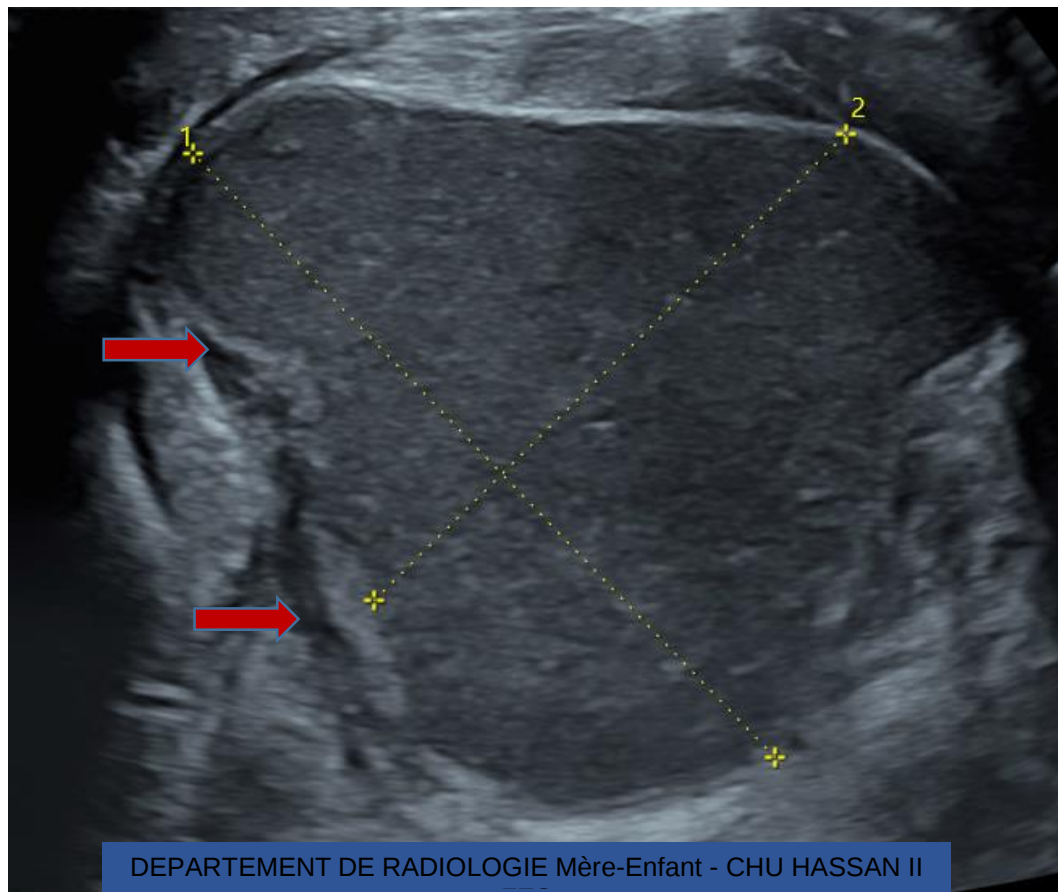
Image échographique du plancher buccal montrant une masse kystique bien limitée de contours réguliers à contenu finement écho-gène.
